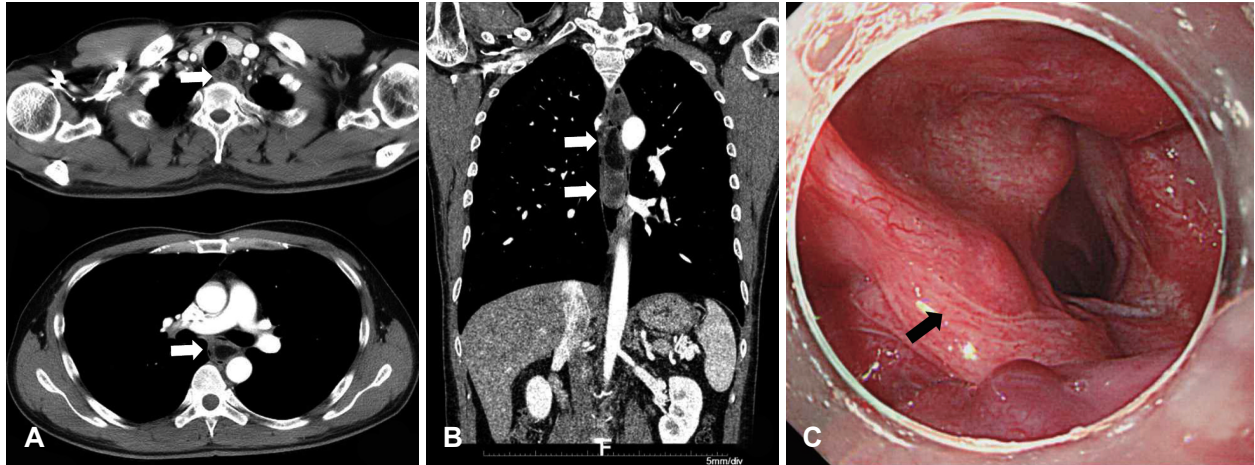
Preoperative findings. Preoperative enhanced chest computed tomography. A soft tissue lesion (white arrow) in the esophagus from the level of the cervical esophagus extends to the level of the cardiac sphincter (A and B). Endoscopic photograph at the level of the hypopharynx. The base of the stalk originates from the left arytenoid (black arrow) (C).
